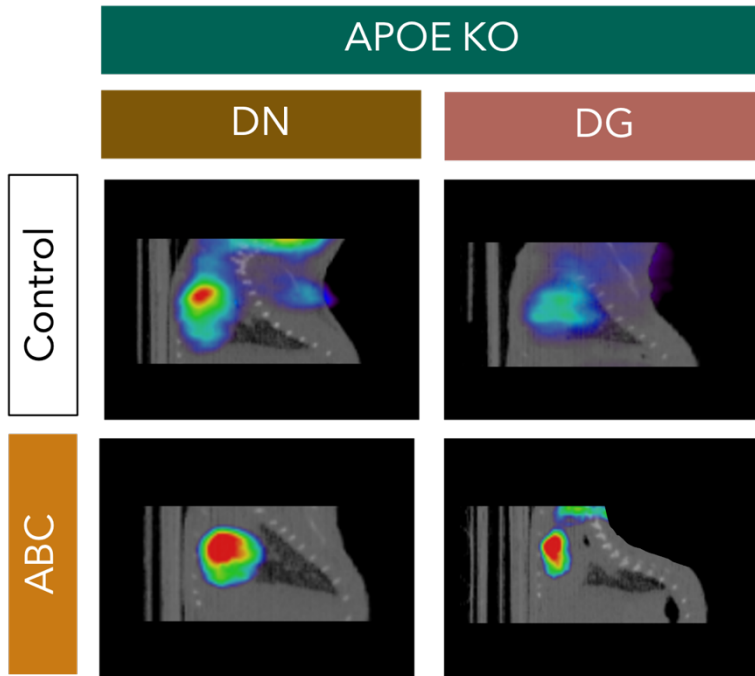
Imágenes representativas de la PET de la zona del corazón (vista sagital). Cada imagen representa una condición de dieta y de tratamiento [control o abacavir (ABC)]. * *Dieta normal (DN); dieta grasa (DG).*
